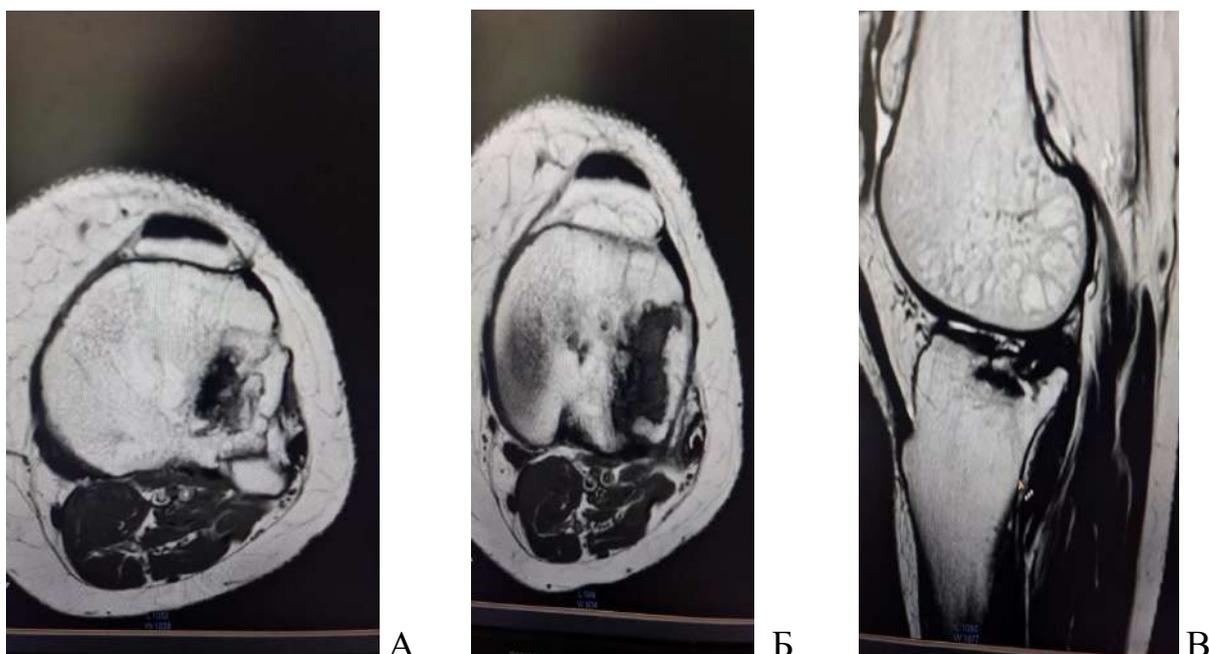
Пациент И., 29 лет. МРТ левого коленного сустава.
